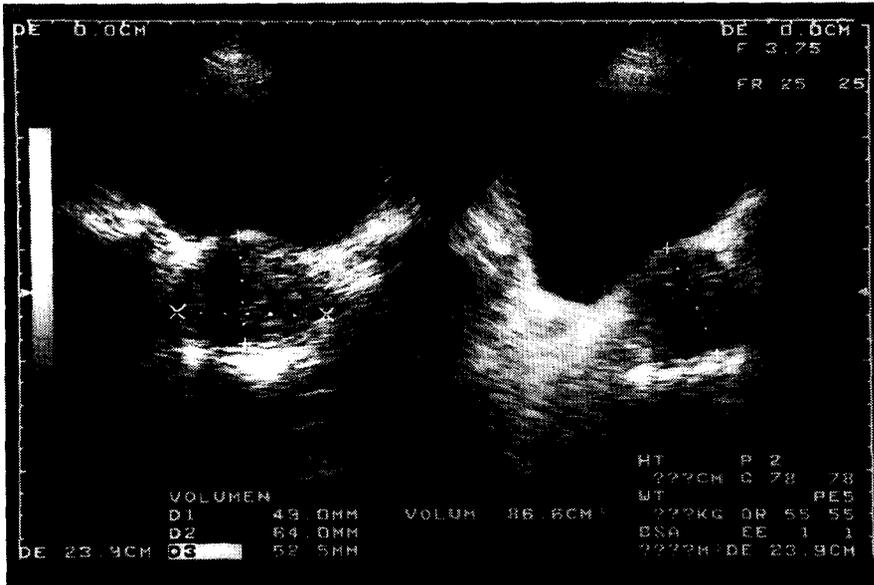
Ecografía vesico prostática.*
